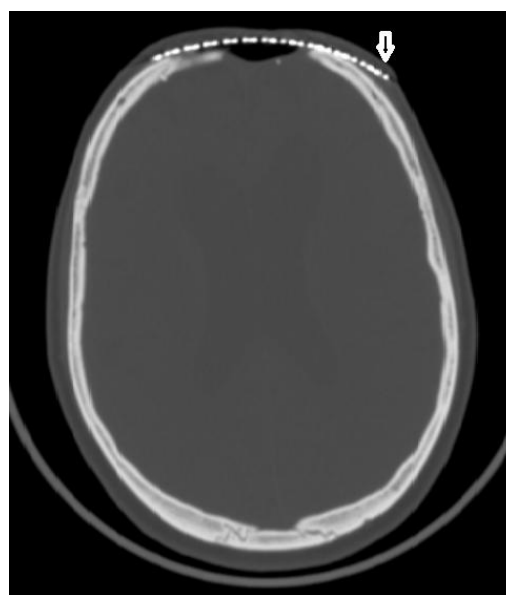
Компьютерная томография: аксиальный срез. Стрелкой показан край пластины, деформирующий контур черепа. Показана разница в геометрии свода черепа и импланта
